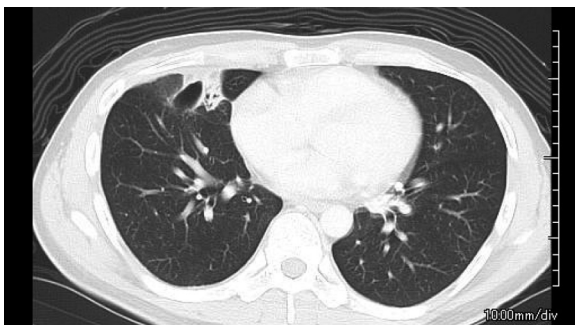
No fluid collection and pleural effusion existed on Chest CT scan.
